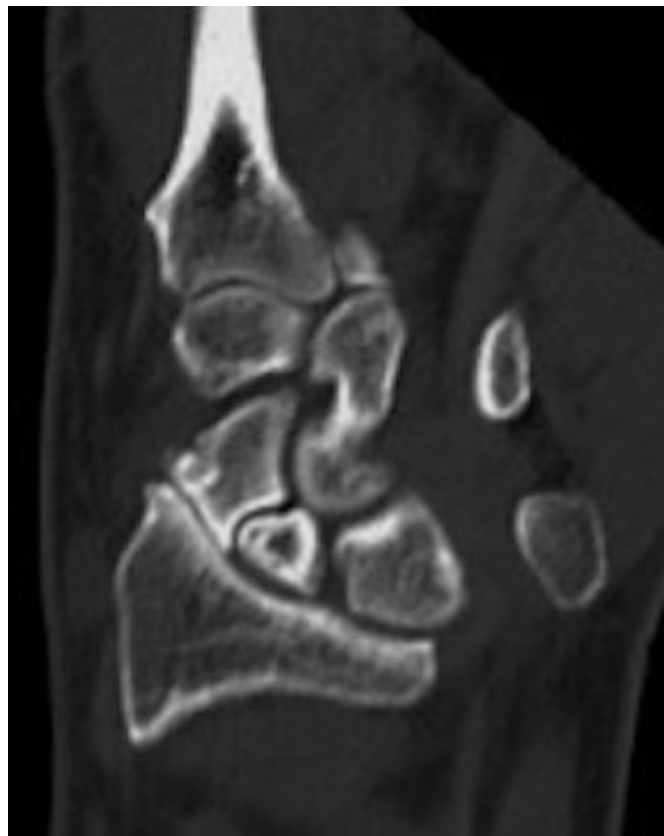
"SNAC (Scaphoid Nonunion Advanced Collapse) visualizzata con metodica TC"
